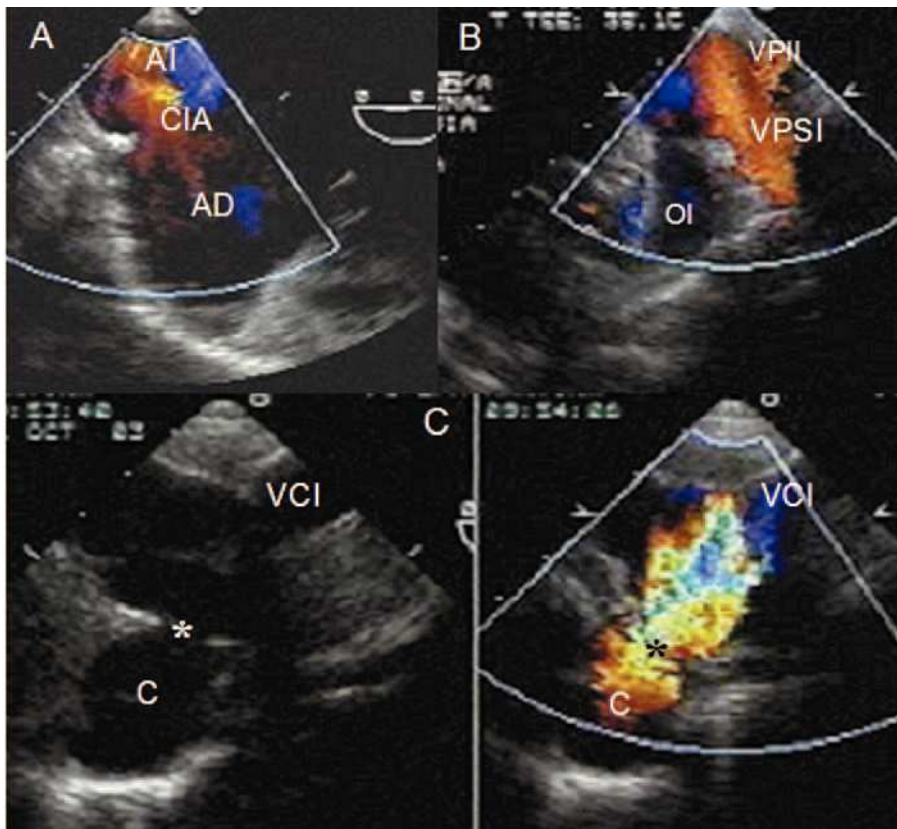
A: ecocardiograma transesofágico con Doppler color donde se observa el cortocircuito interauricular. B: ecocardiograma transesofágico con Doppler color que muestra las venas pulmonares izquierdas drenando a la aurícula izquierda por encima de la orejuela izquierda. C: imágenes bidimensional y con Doppler color que muestran el flujo turbulento del colector, el cual drena en el sitio de la unión de la vena cava inferior a la aurícula derecha.
